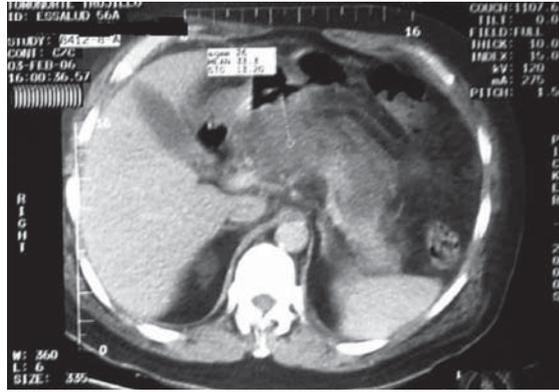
Tomografía Computarizada Contrastada de un caso de Pancreatitis Aguda Grave
